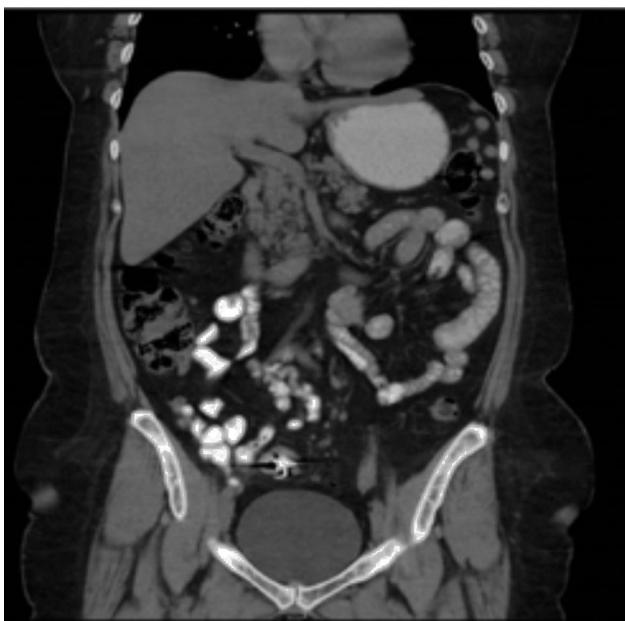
Caso 1. Tomografía abdominal contrastada, corte sagital donde se evidencia artefacto que causa interferencia (cuerpo extraño).
